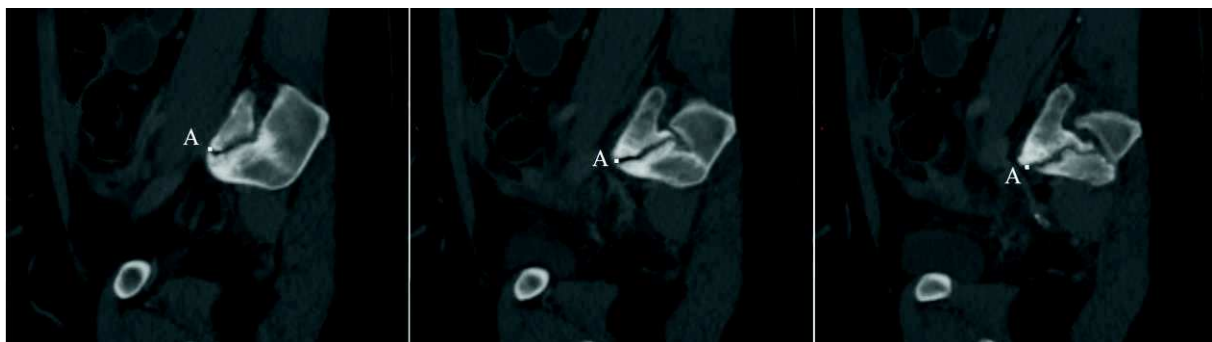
Exemple de défilement de trois différents niveaux de coupe TDM contigus dans le plan sagittal strict jusqu'à obtenir le point A, situé là où l'interligne articulaire S-I est visible le plus en avant et en bas possible sur l'écran. Point A situé trop haut sur l'image de gauche et trop en arrière sur l'image de droite.
